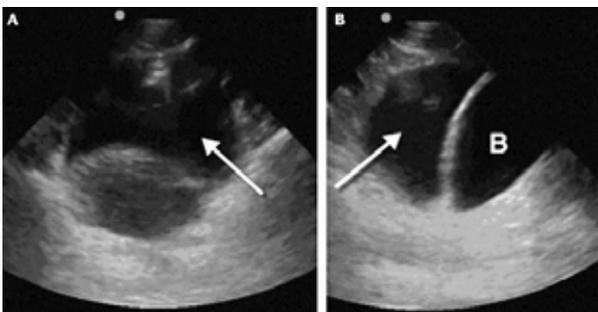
Imagen de ultrasonido en la región suprapúbica. A: adquisición transversal que muestra líquido libre (flecha) llenando la pelvis. B: adquisición sagital que muestra líquido libre (flecha) superior a la vejiga (B).¹³
